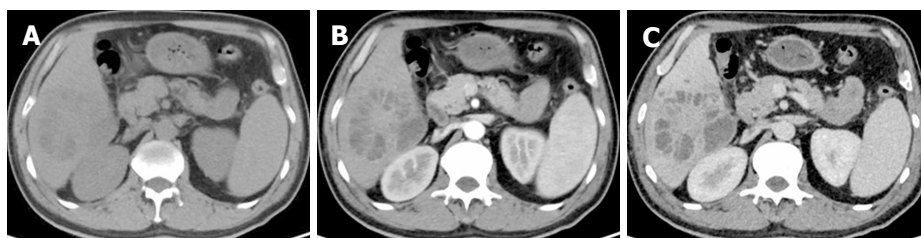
腹部CT图像. A: CT平扫右肝病灶呈“蜂窝状”, 内较多分隔, 排列呈放射状(钻石征); 增强扫描动脉期及门脉期(B、C)囊壁及分隔可见强化.
